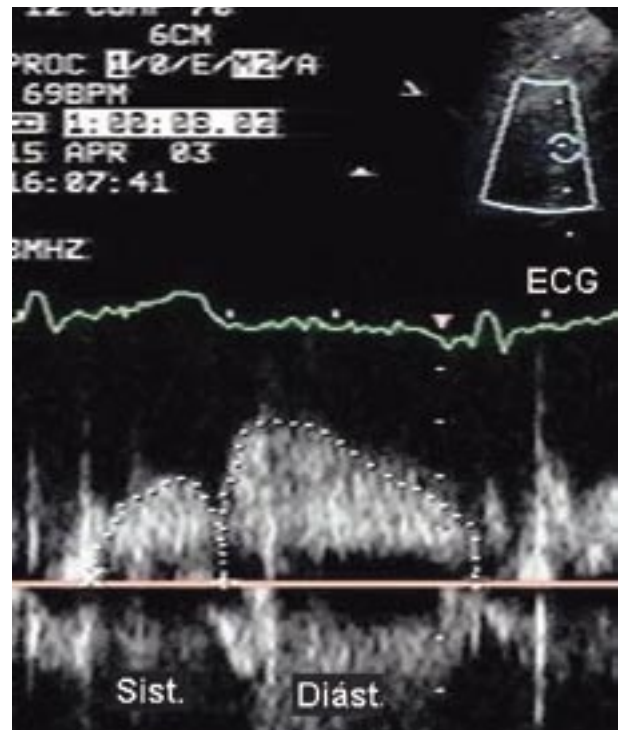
Doppler espectral do fluxo do ramo descendente anterior da artéria coronária esquerda obtida desde a posição apical. Note-se que o componente sistólico é nitidamente maior em velocidade e duração do que o componente diastólico.
